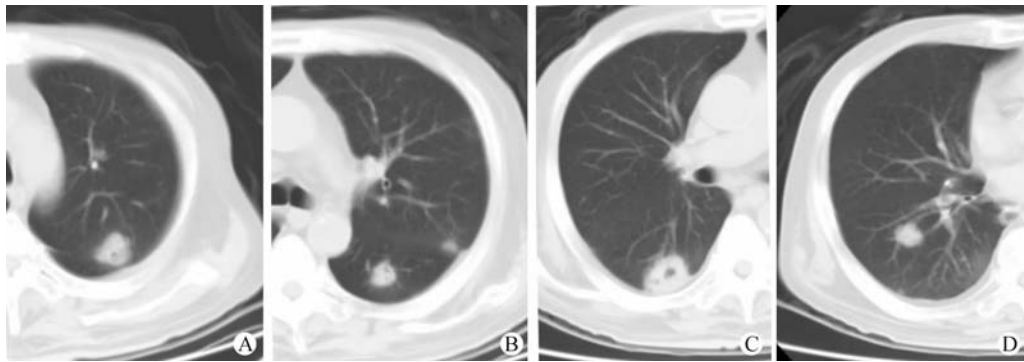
肺曲霉菌感染的 CT 中的大结节征象, A~D 为同一受者同一次检查, 肝移植术后, 双肺多发大结节, 边界清楚, 边缘欠光滑, 部分内可见小空洞, 内壁光滑, 无晕征
